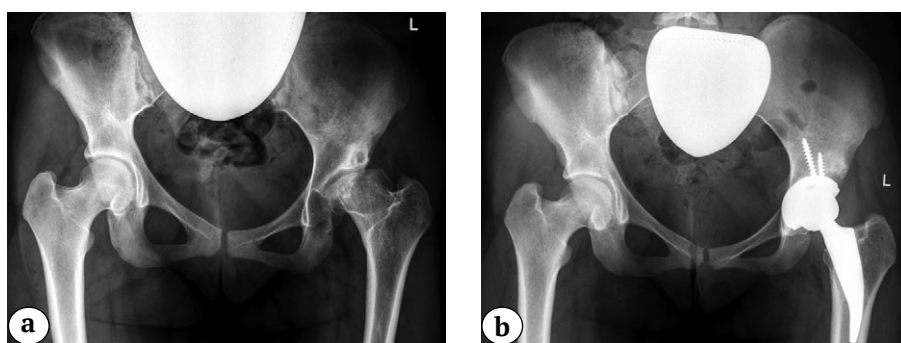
Рентгенограммы тазобедренных суставов пациента 16 лет с левосторонним коксартрозом терминальной стадии, развившемся в результате БЛКП:
